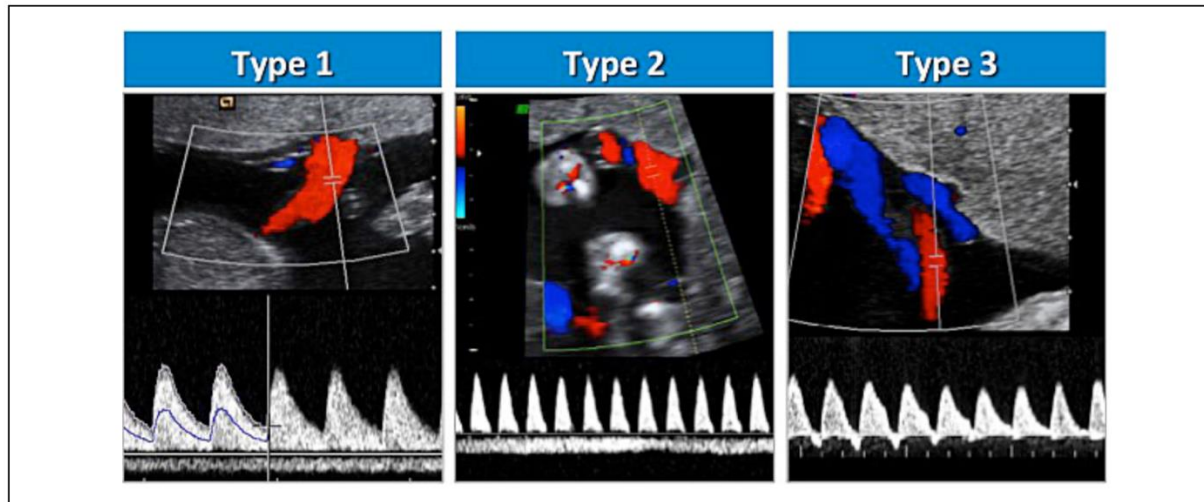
Umbilical artery Doppler in selective fetal growth restriction.
